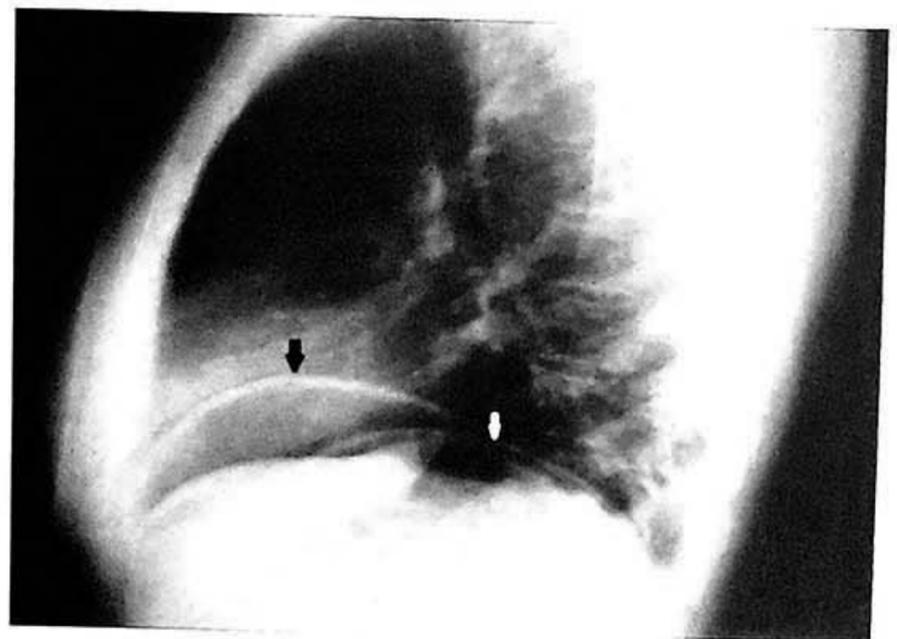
Radiografía de tórax proyección lateral. Notese la imagen radiolúcida subdiafrágica derecha (flecha negra) e izquierda (flecha blanca) por encima de la opacidad hepática, correspondiente a neumoperitoneo en una paciente con perforación de víscera hueca.
